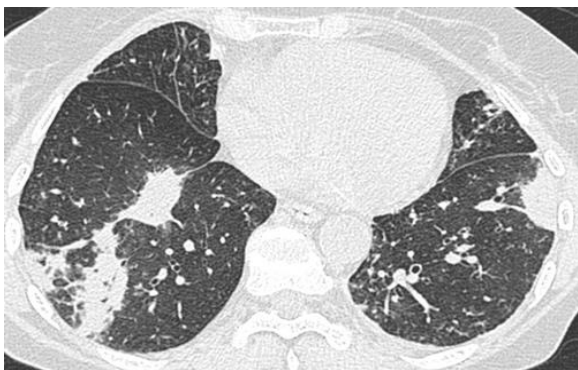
Transversaler CT Scan zeigt eine multifokale Konsolidierung (24).
